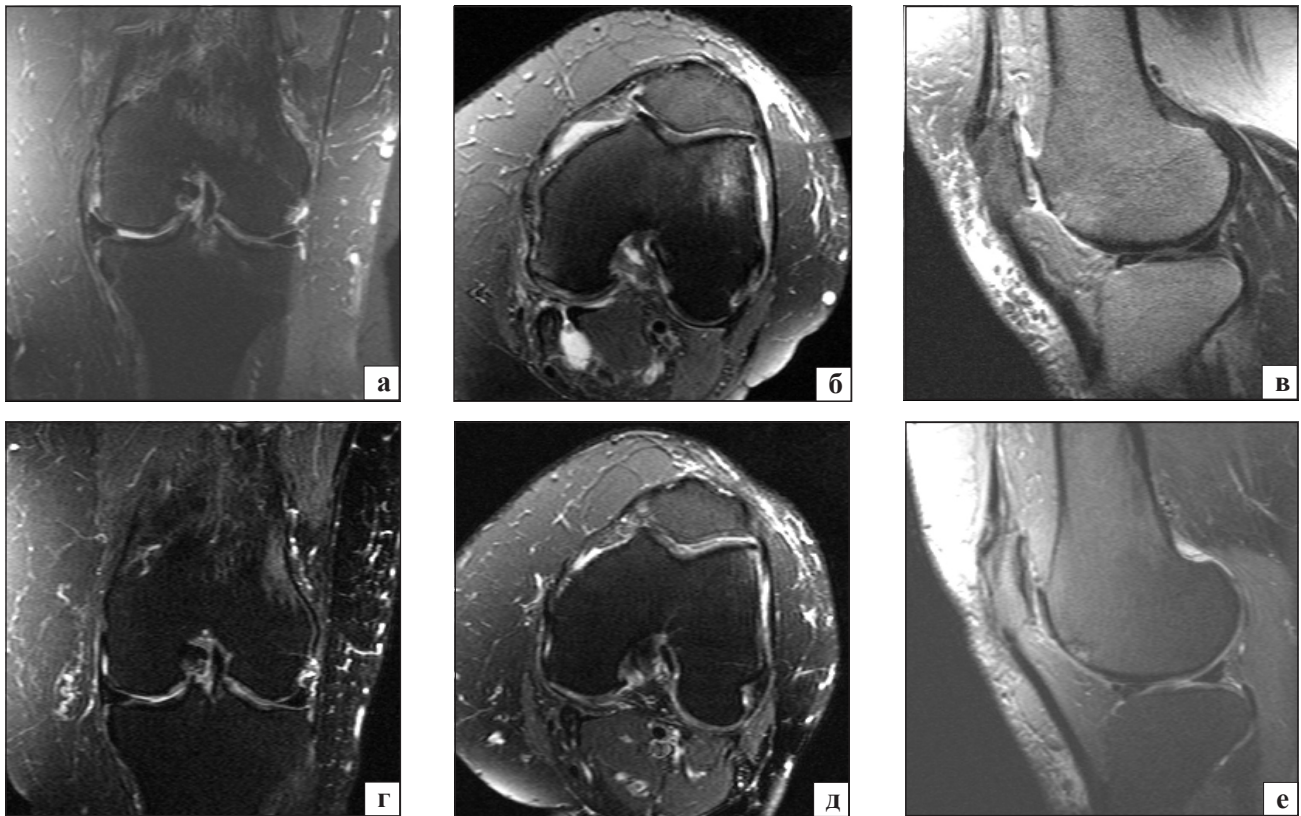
Фото МР-томограм пацієнтки К., виконаних до та через 1 рік після прийому алфлутопу. Зрізи у трьох площинах ідентичні. З боку хрящової тканини негативна динаміка відсутня
